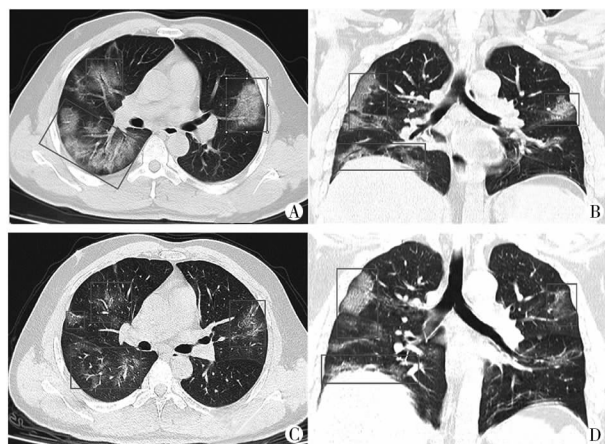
患者,男,42岁,发热、咳嗽1 d, A、B 为初诊时双肺多个肺叶磨玻璃片状影, C、D 为经规范治疗2 d后复查胸部CT,显示两肺病灶范围明显缩小、密度明显减低,边界趋于清楚,且可见到条索状影,提示部分病灶纤维化
